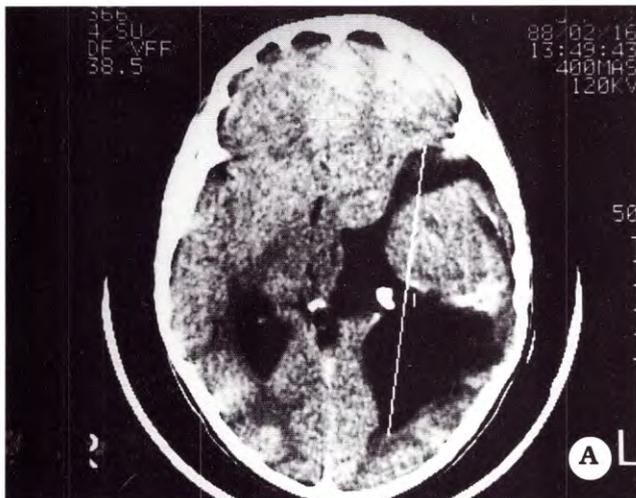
Caso 1. TAC prequirúrgica. A. Sin contraste. B. Con contraste
